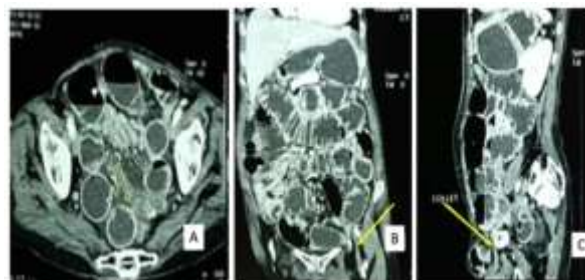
Patient de 54 ans, reçu pour occlusion intestinale haute. Coupes axiales (A) TDM et reconstructions coronales (B) et sagittales (C) après injection de PDC au temps portal. Hernie inguinale gauche étranglée (flèches) avec dilatation diffuse des anses grêles (flèche à 3 pointes) (HPD).
